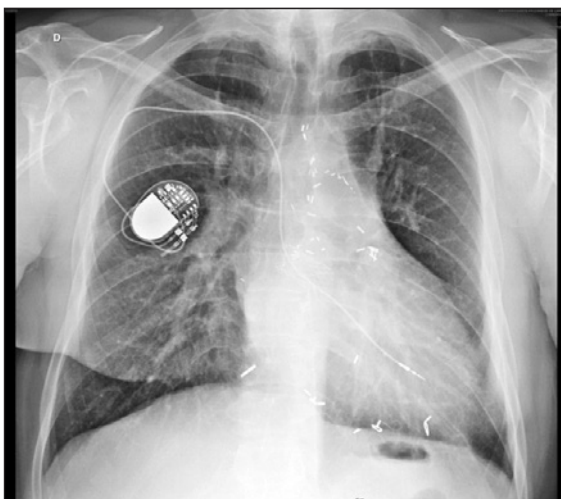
Radiografia de tórax em projeção pósterio-anterior, mostrando o posicionamento do sistema de marcapasso.
